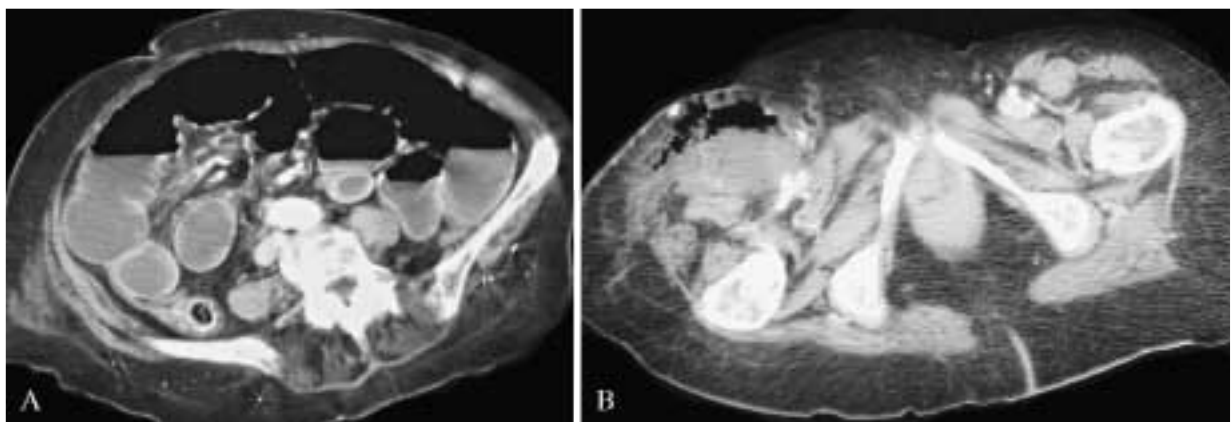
Esame TC spirale multidetettore. A) Distensione idrogassosa di anse dell'intestino tenue. B) Aria libera (freccia) contigua ad ansa ileale incarcerata in sacco erniario. Occlusione del piccolo intestino da ernia crurale destra contenente ansa ileale perforata. Multislice spiral computed tomography. A) Air and fluid enlargement of the small bowel loops. B) Free air (arrow) adjacent to ileal loop contained in hernial sac. Small bowel obstruction from right crural hernia containing a perforated ileal loop.
